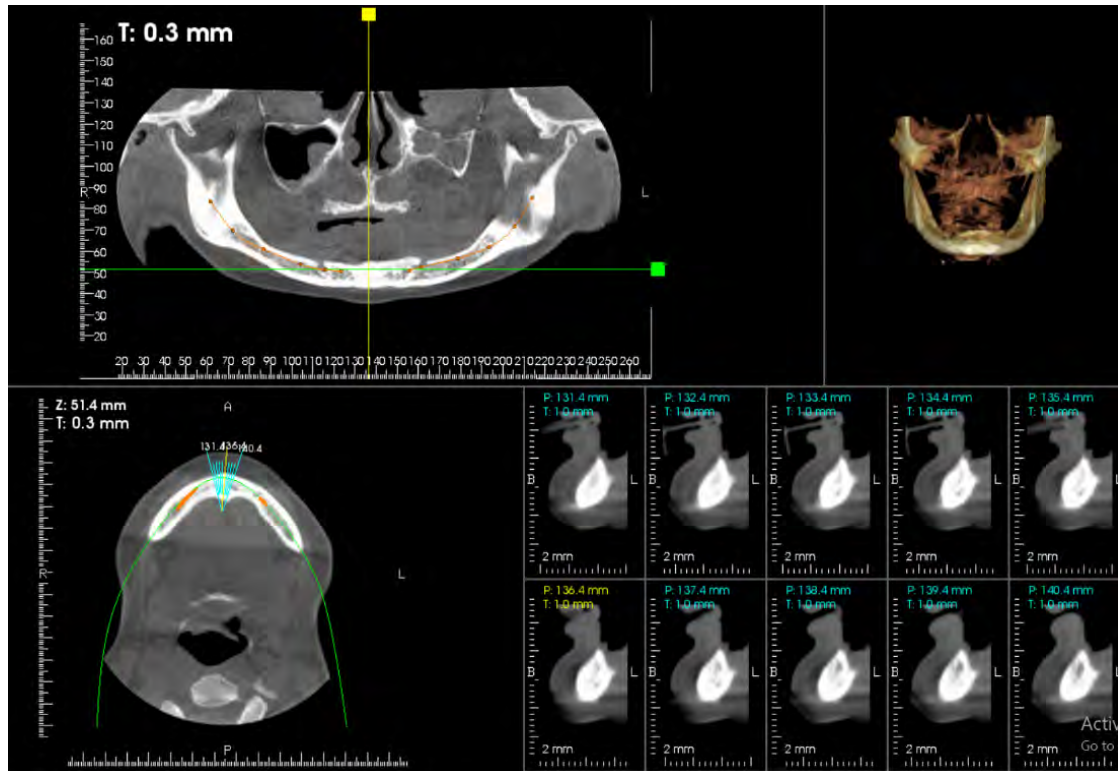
CBCT ja dhe prerjet e saj tregojnë rezorbim të lartë në të dyja nofullat si pasojë e ekstraktimit shumë të hershëm të dhëmbëve.
